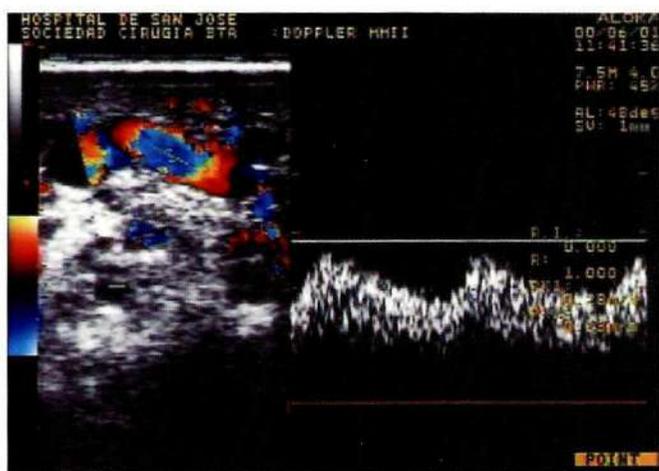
Ecografía en escala de grises, doppler color y análisis espectral arterial y venoso donde se observa el espectro de las arterias femorales superficiales con pérdida del patrón trifásico espectral por disminución de la resistencia.
